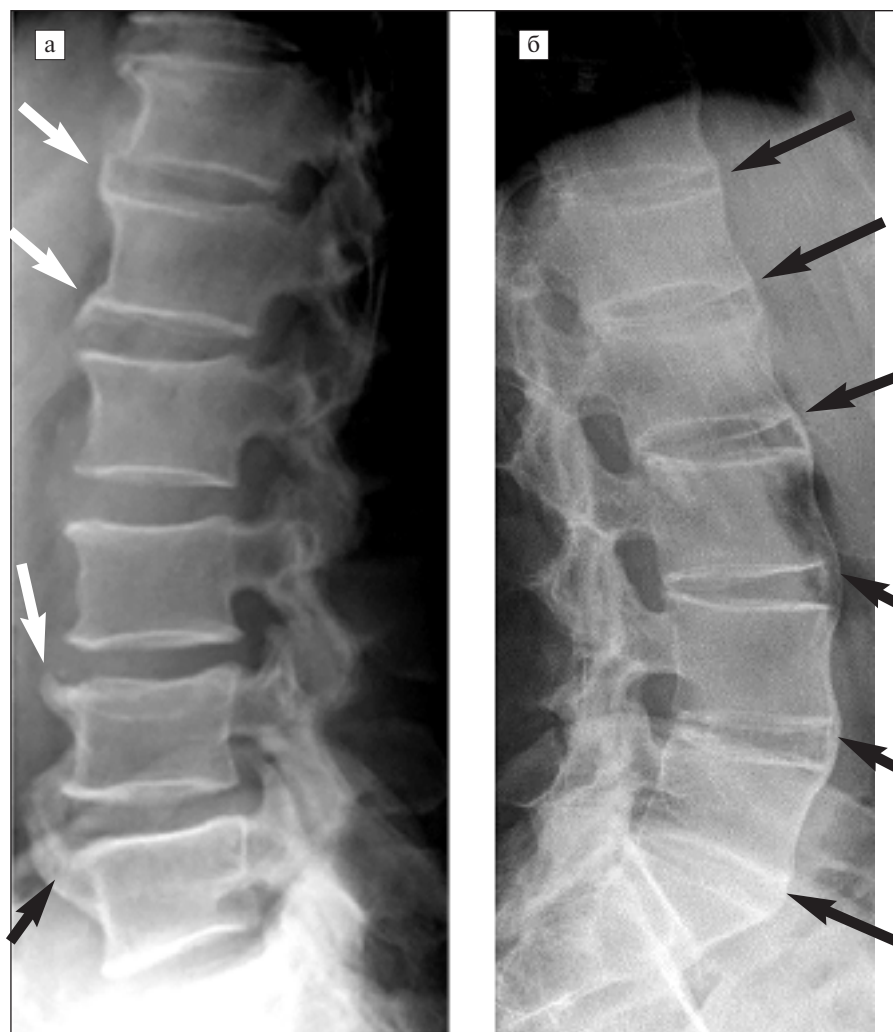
Сравнение рентгенограмм ПОП в боковой проекции: а — у больной аксПсА в области передних углов многих тел позвонков выявляются множественные грубые внедисковые смыкающиеся и несмыкающиеся синдесмофиты, наиболее выраженные на уровне тел L_{IV} и L_V (стрелки); б — при АС определяются множественные тонкие «краевые» смыкающиеся синдесмофиты в области передних углов всех тел позвонков (стрелки)
